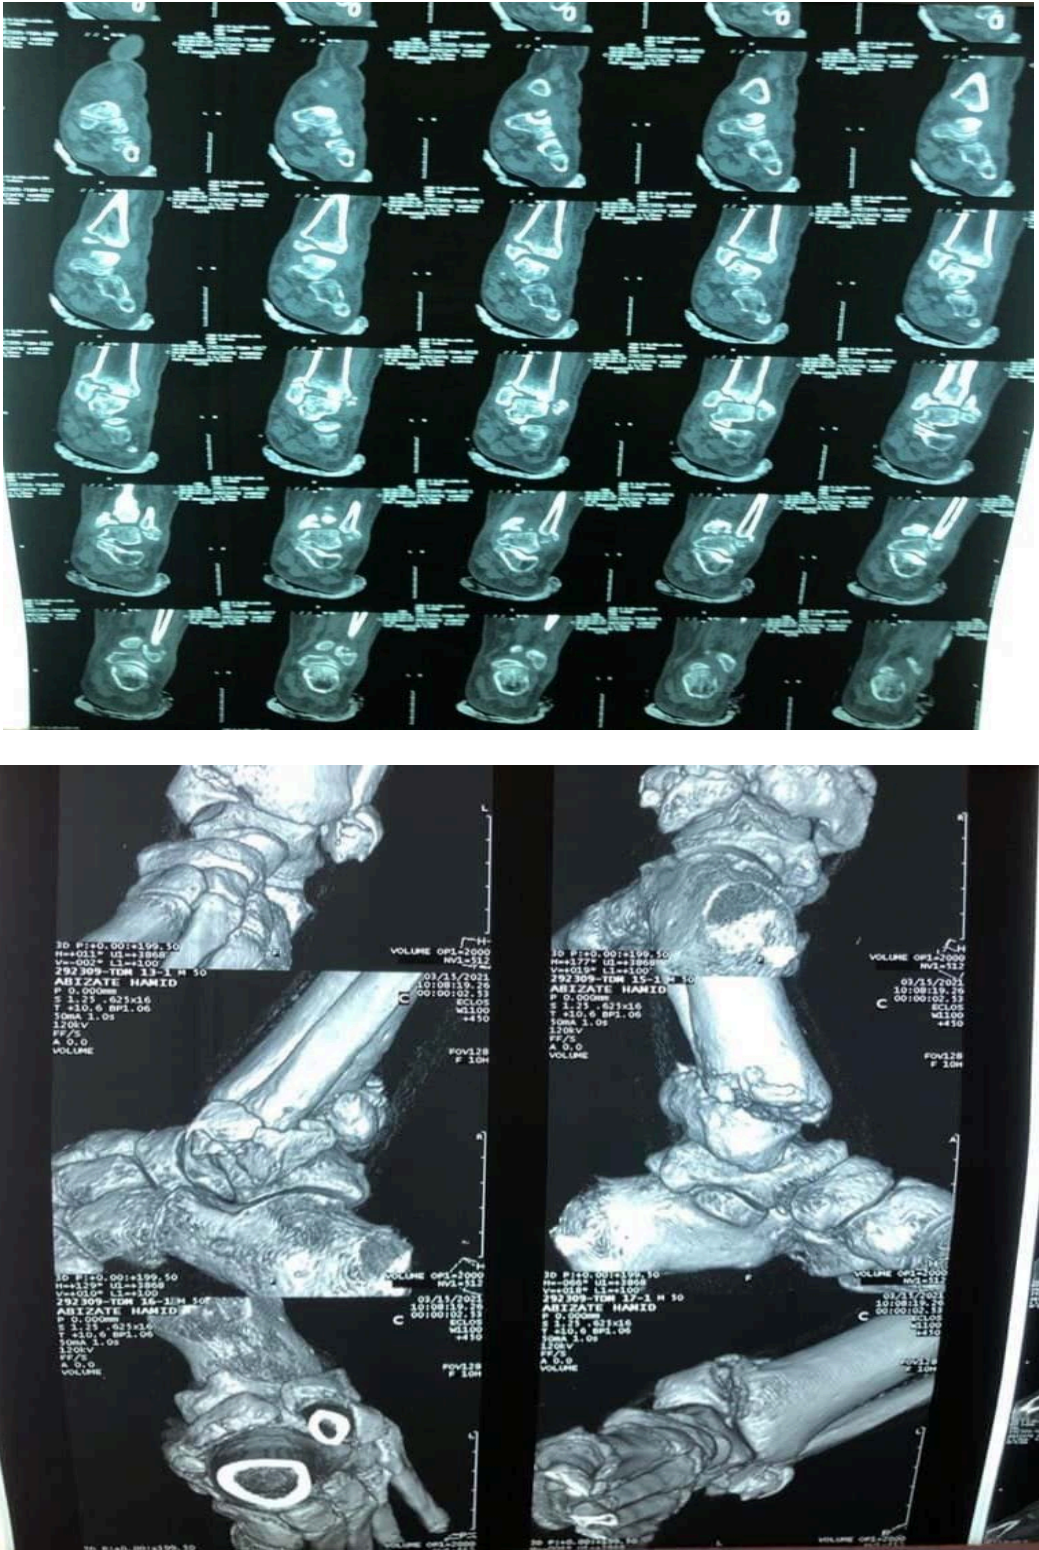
Images TDM de la fracture du pilon tibial
